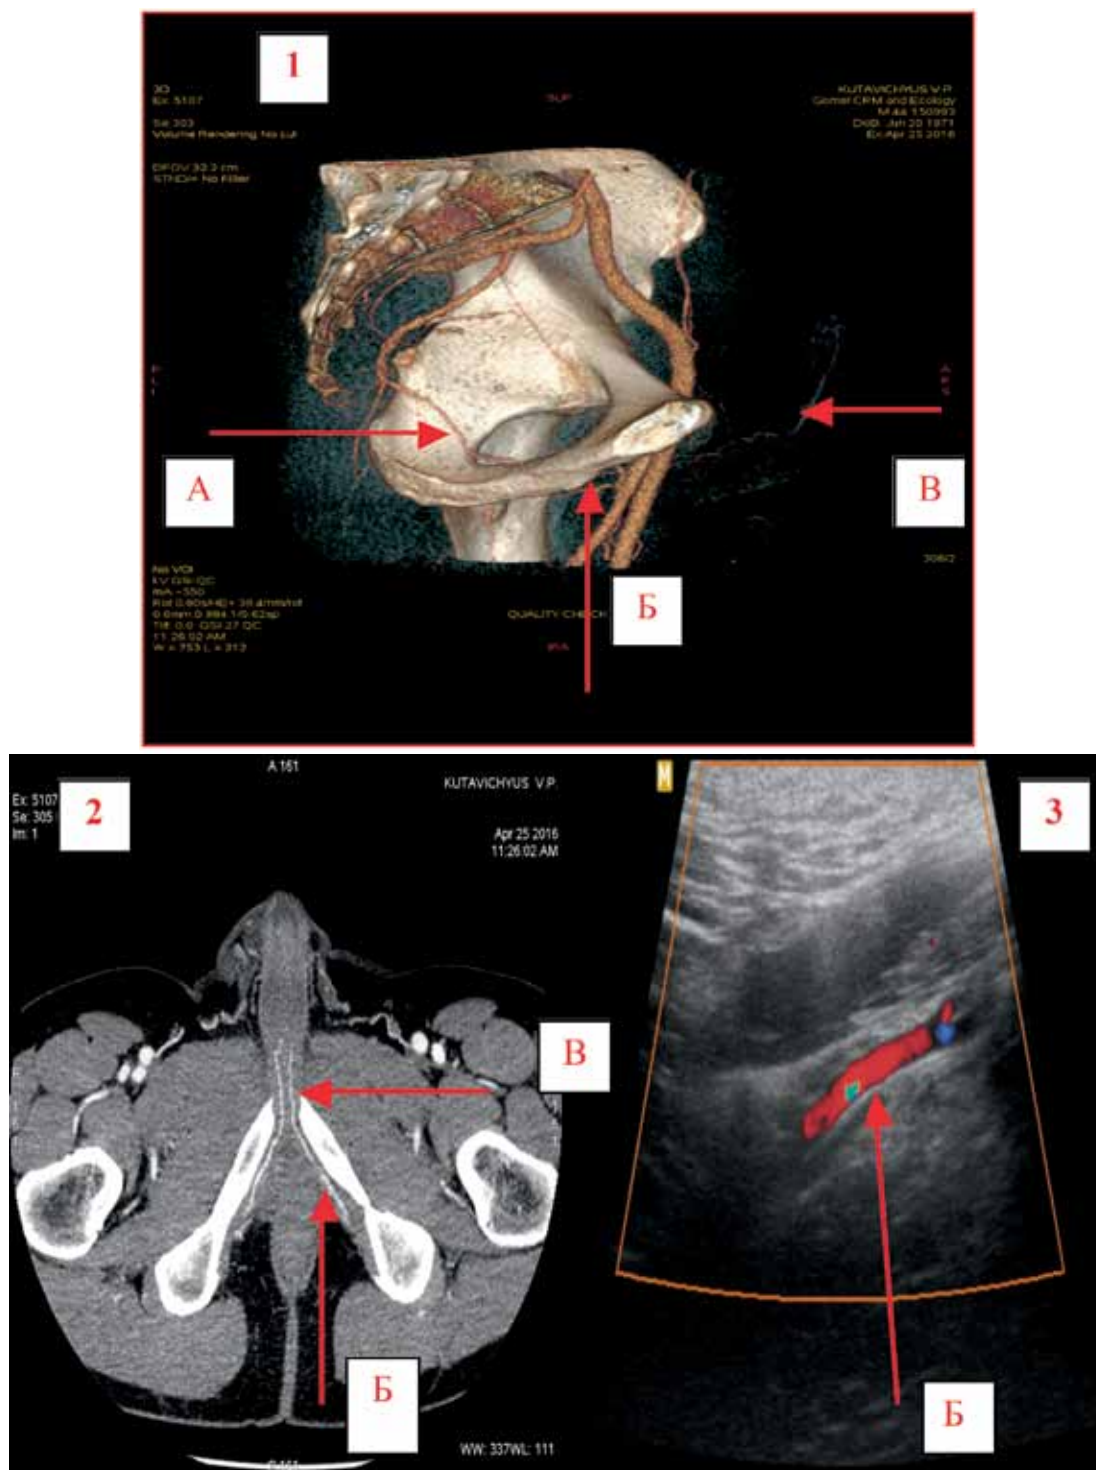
Динамическая компьютерная контрастная ангиография ВПА слева (Volum rendering (изображение 1) и 3D mir (изображение 2)) и эхограмма ВПА при трансперинеальном УЗИ (изображение 3) у здорового мужчины (А — тазовый отдел, Б — экстратазовый отдел, В — тыльная артерия полового члена)
